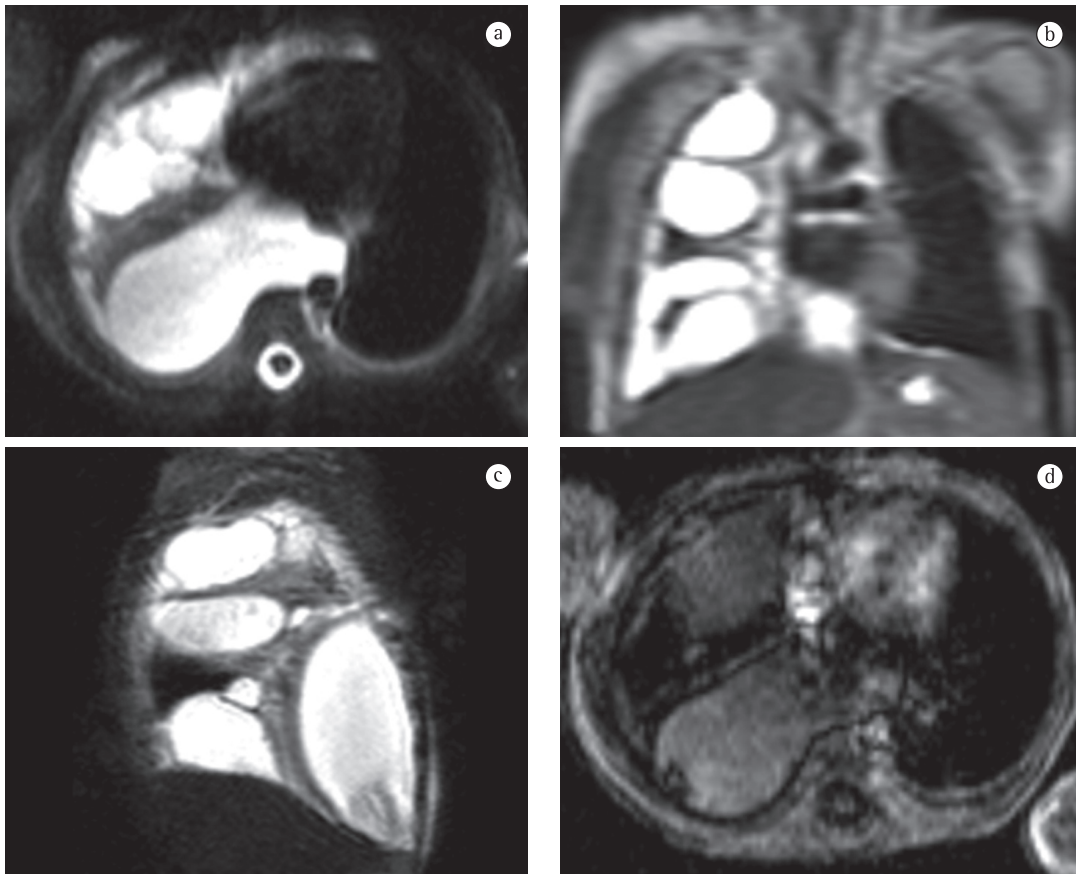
Imagens de ressonância magnética demonstrando quilotórax. Criança lactente que desde o nascimento apresentava derrames pleurais de repetição, com análise do líquido pleural demonstrando presença de linfa. As imagens ponderadas em T2 nos planos axial (a), coronal (b) e sagital (c) demonstram derrame pleural complexo, loculado, com lojas delimitadas por septações grosseiras e atelectasia do parênquima pulmonar adjacente. A sequência T1 axial (d) mostra o sinal discretamente elevado do líquido pleural devido ao maior conteúdo proteico do derrame linfático.
